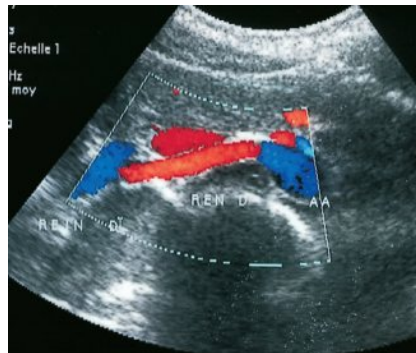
Artère rénale droite normale en Doppler couleur.
